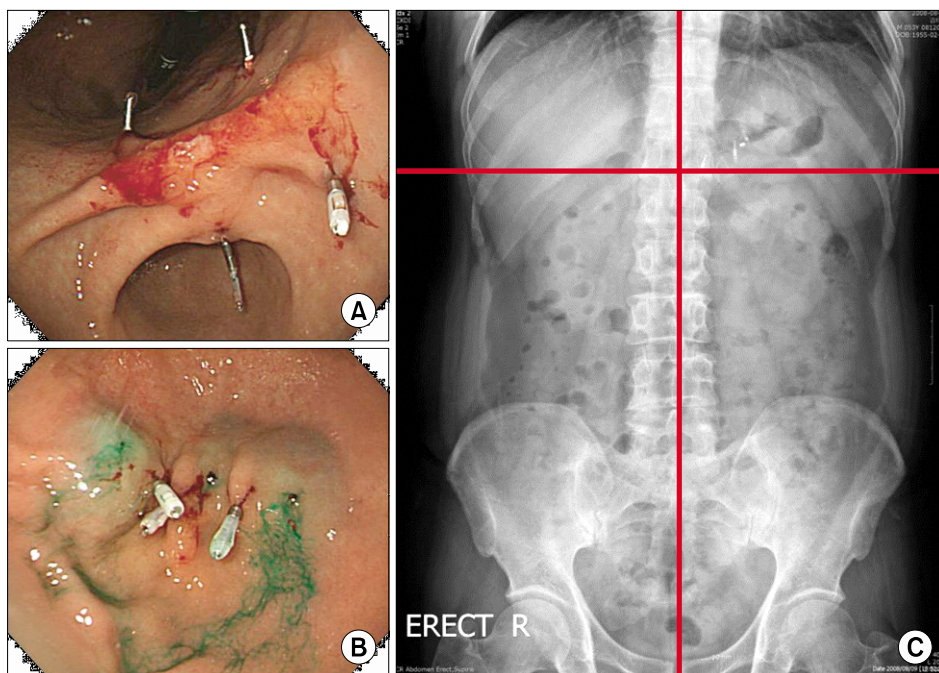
(A) Endoscopic clipping at proximal and distal margin of the lesion. (B) Endoscopic tattooing on submucosa of the lesion. (C) X-ray finding after endoscopic clipping.
